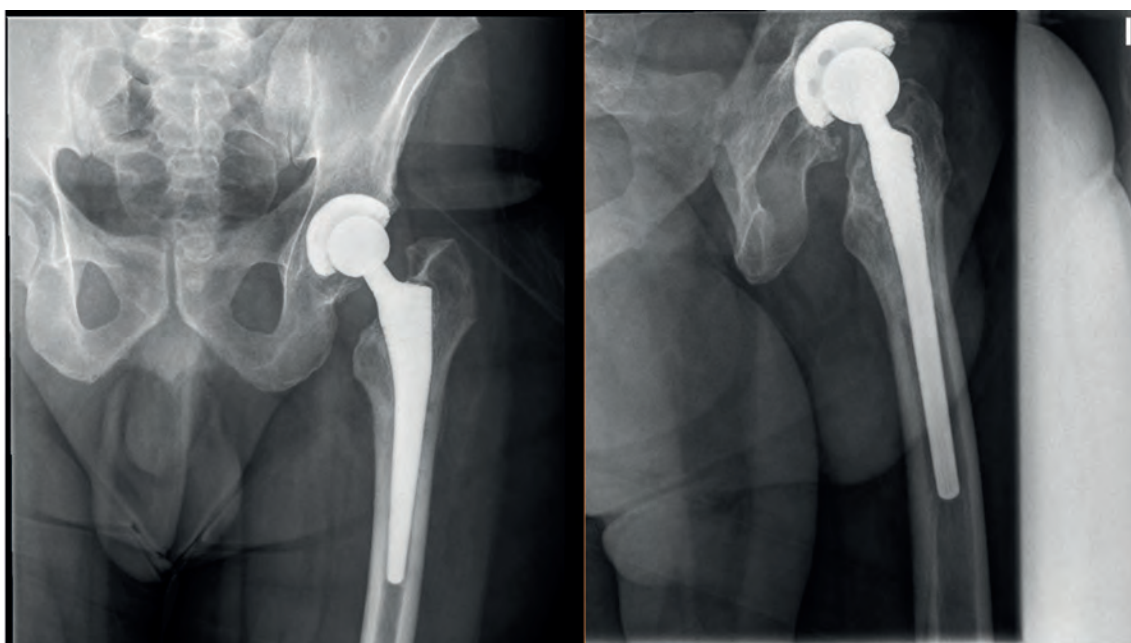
Radiografía AP y axial tras revisión de rotura de liner cerámico.
